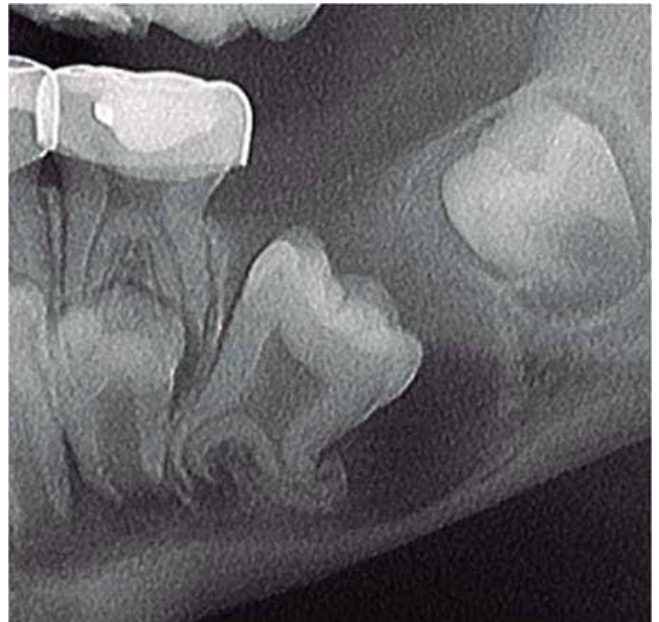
Cropped image of the panoramic radiograph showing the taurodontic permanent lower left first molar with dilacerated roots. The lower border of the mandible is thin and the distal edge of the radiolucent cavity is sclerotic.
